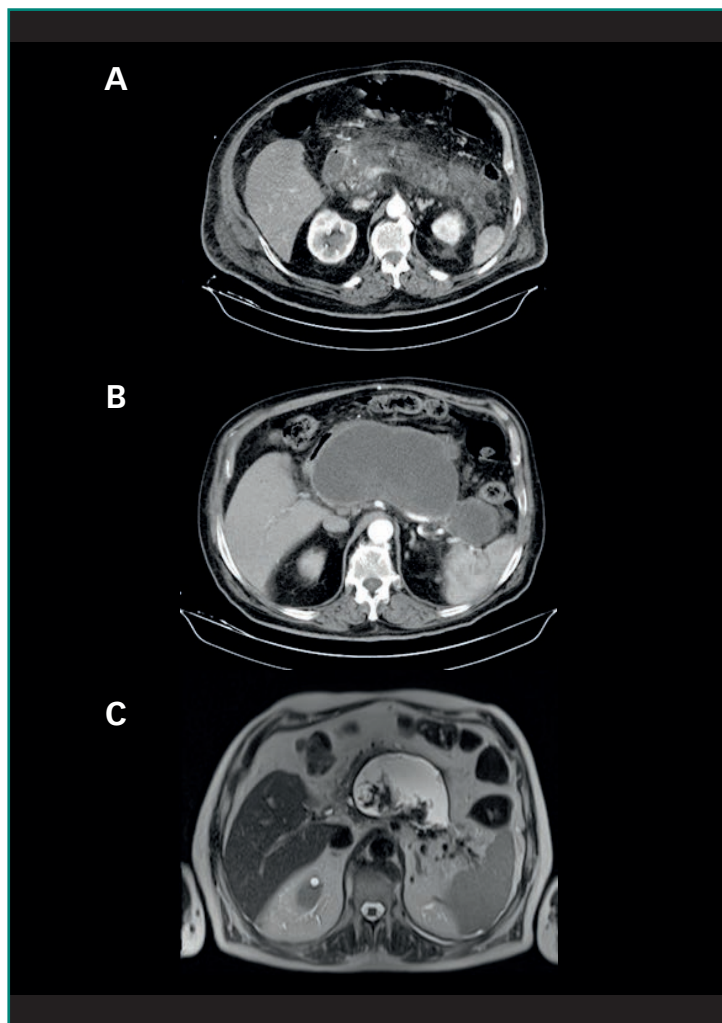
Imagen seudoquiste pancreático. (A) TC de pancreatitis aguda; (B) TC de seudoquiste a las 10 semanas; (C) RMN de control de seudoquiste residual.
